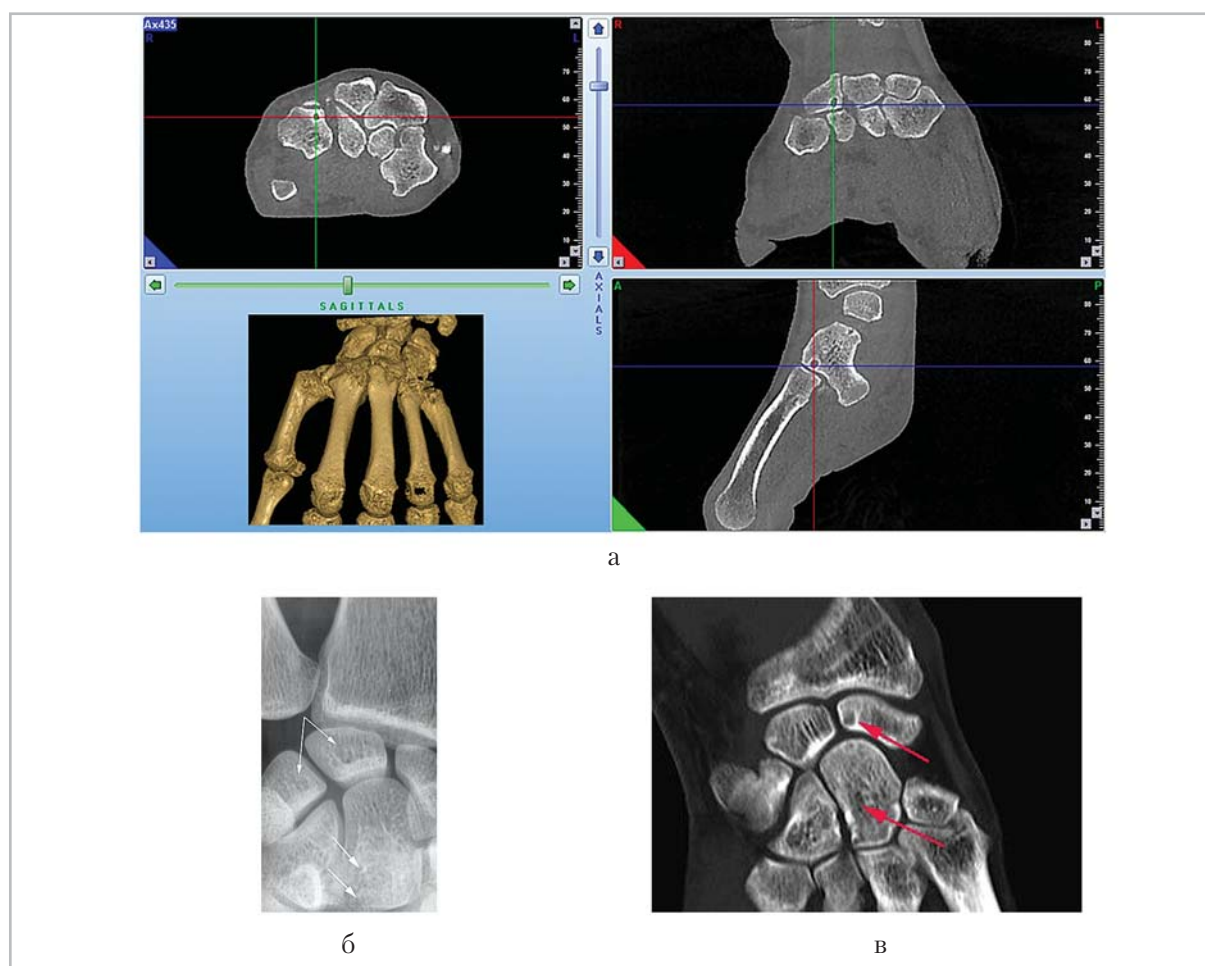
Изображения левой кисти, полученные в результате КЛКТ (а), цифровой микрофокусной рентгенографии (б), МСКТ (в). Определяются участки кистовидной перестройки в костях запястья (стрелки). Участки кистовидной перестройки и трабекулярная структура костей запястья наиболее достоверно визуализируются на конусно-лучевых томограммах
